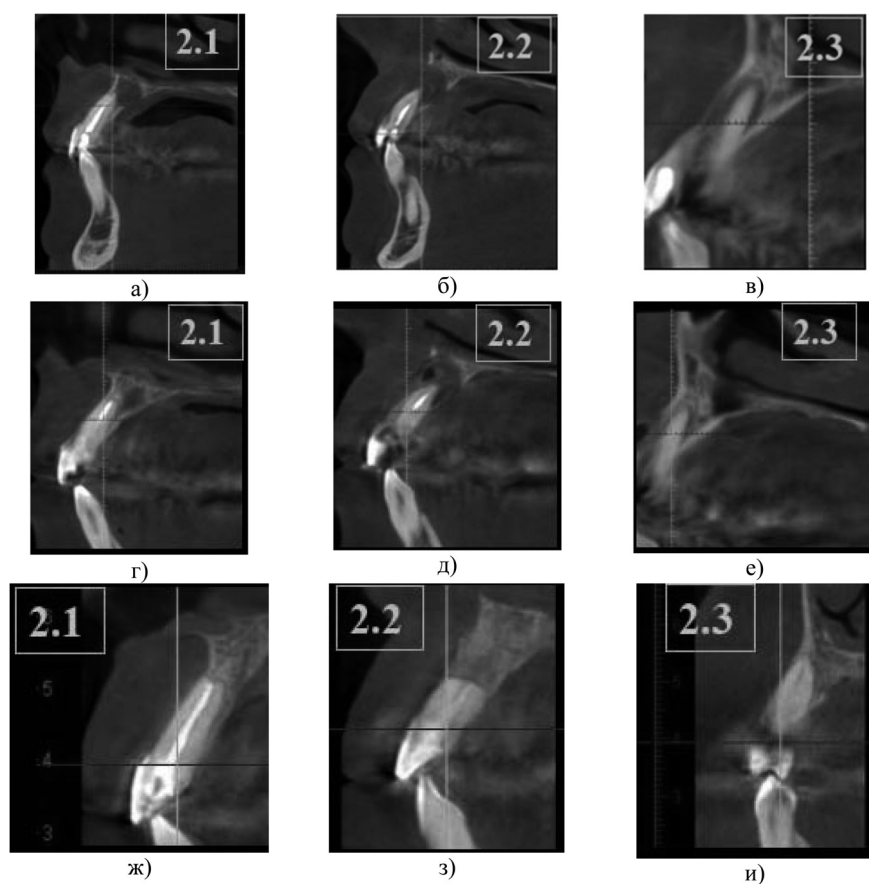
Срезы компьютерных томограмм пациентки М., 65 лет в процессе лечения: а, б, в — исходная клиническая ситуация; г, д, е — через 4 месяца декомпрессионного дренирования перед удалением дренажа; ж, з, и — 1,5 года после операции цистэктомии с резекцией вершины корня зуба 2.2
